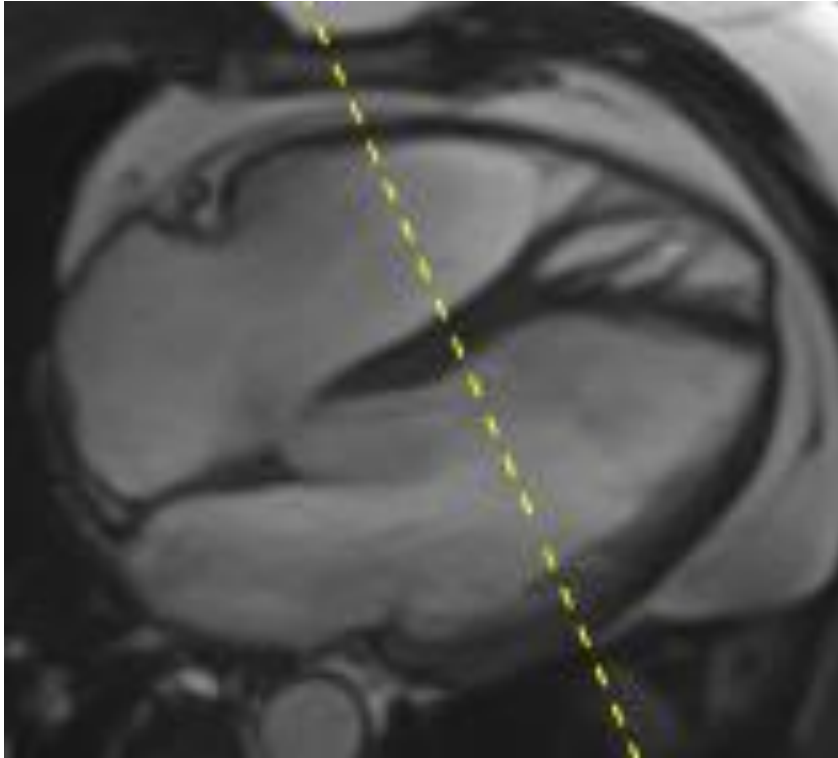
Vierkammerblick bei kardialer MRT-Untersuchung eines Patienten der BioCVI-Kohorte. Die gelbe, gestrichelte Linie entspricht der Schnittführung zur Darstellung des mittventrikulären Kurzachsenschnitts.
